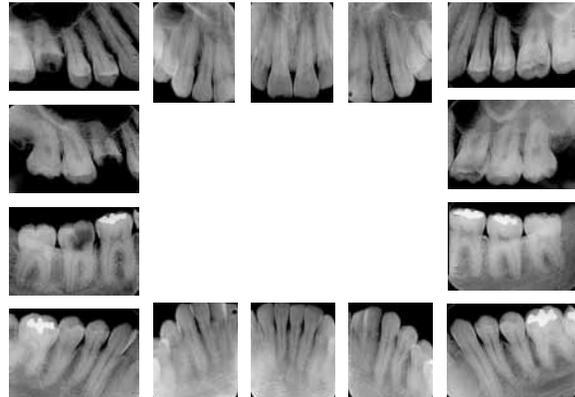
Radiografias panorâmica e periapicais iniciais.
